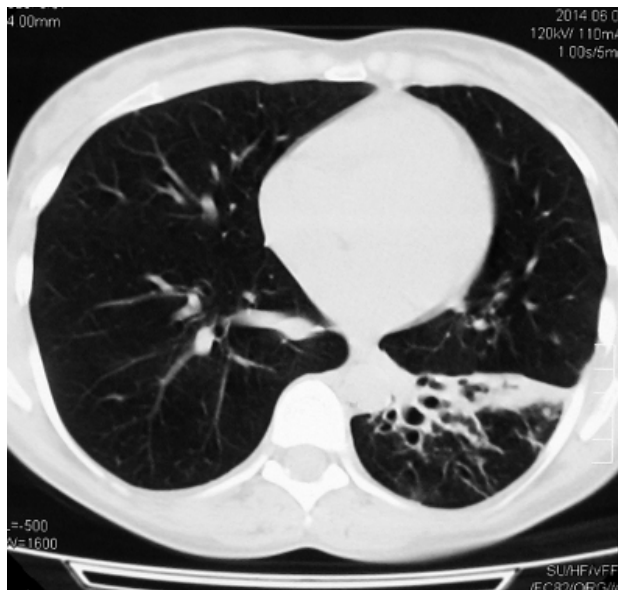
Комп'ютерна томограма, хворий Т., 16 років. Бронхоектази в нижній частині зліва, пневмофіброз
